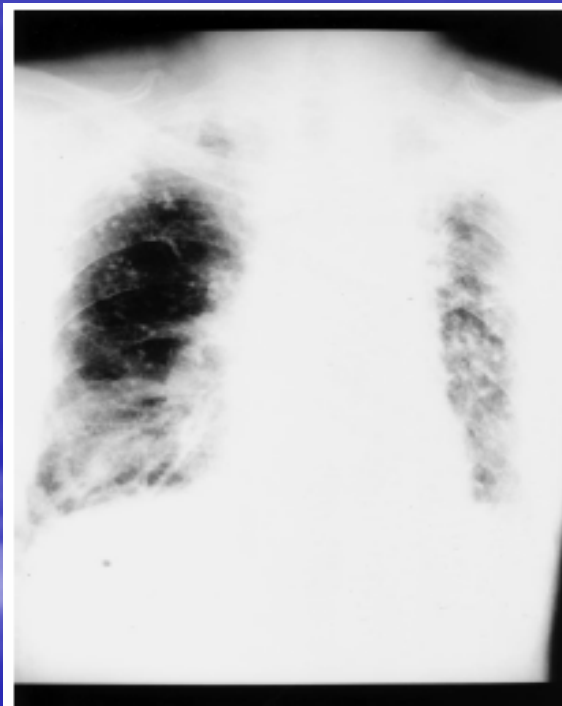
Chest radiograph (posterior-anterior view) before secondary pulse therapy with methylprednisolone on January 14, 2000. New interstitial infiltration is noted over the bilateral low lung field, especially in the right lower lung.
